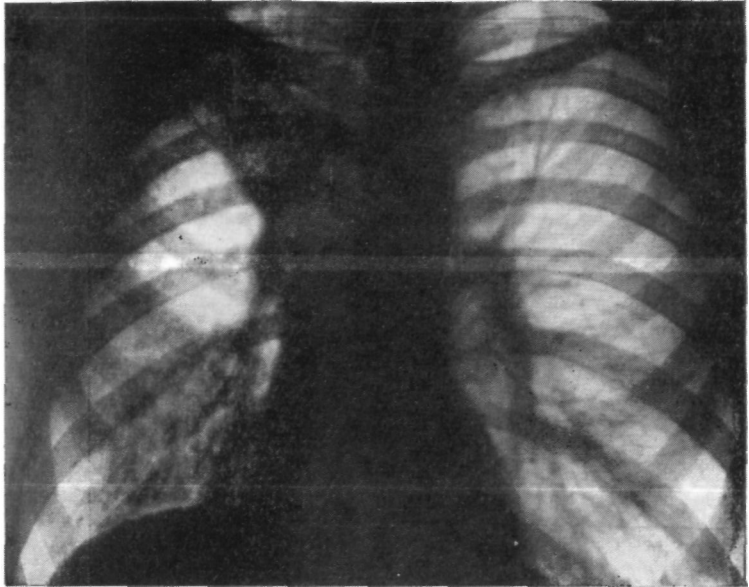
Больной К. Прямая рентгенограмма легких. Ателектаз и деструкция верхней доли правого легкого.
